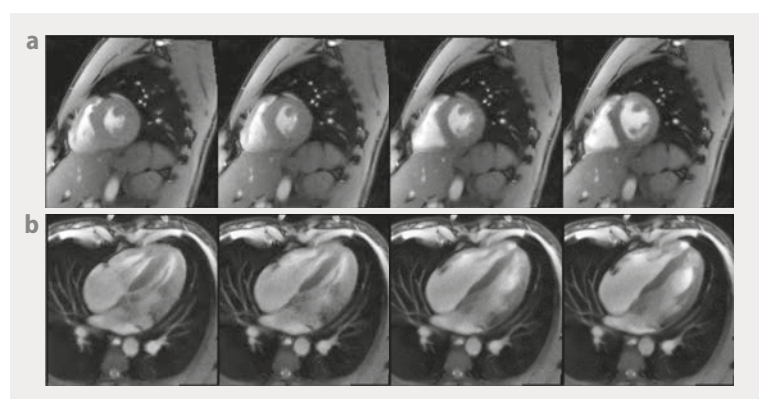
Die Echtzeit-MRT des Herzens im Kurzachsenblick (a) und im Vierkammerblick (b) besitzt eine zeitliche Auflösung von 33 ms. Die ausgewählten Einzelbilder zeigen (von links nach rechts) die Entspannung des Herzmuskels und die Erweiterung der Herzkammern nach systolischer Kontraktion und Wandverdickung.
